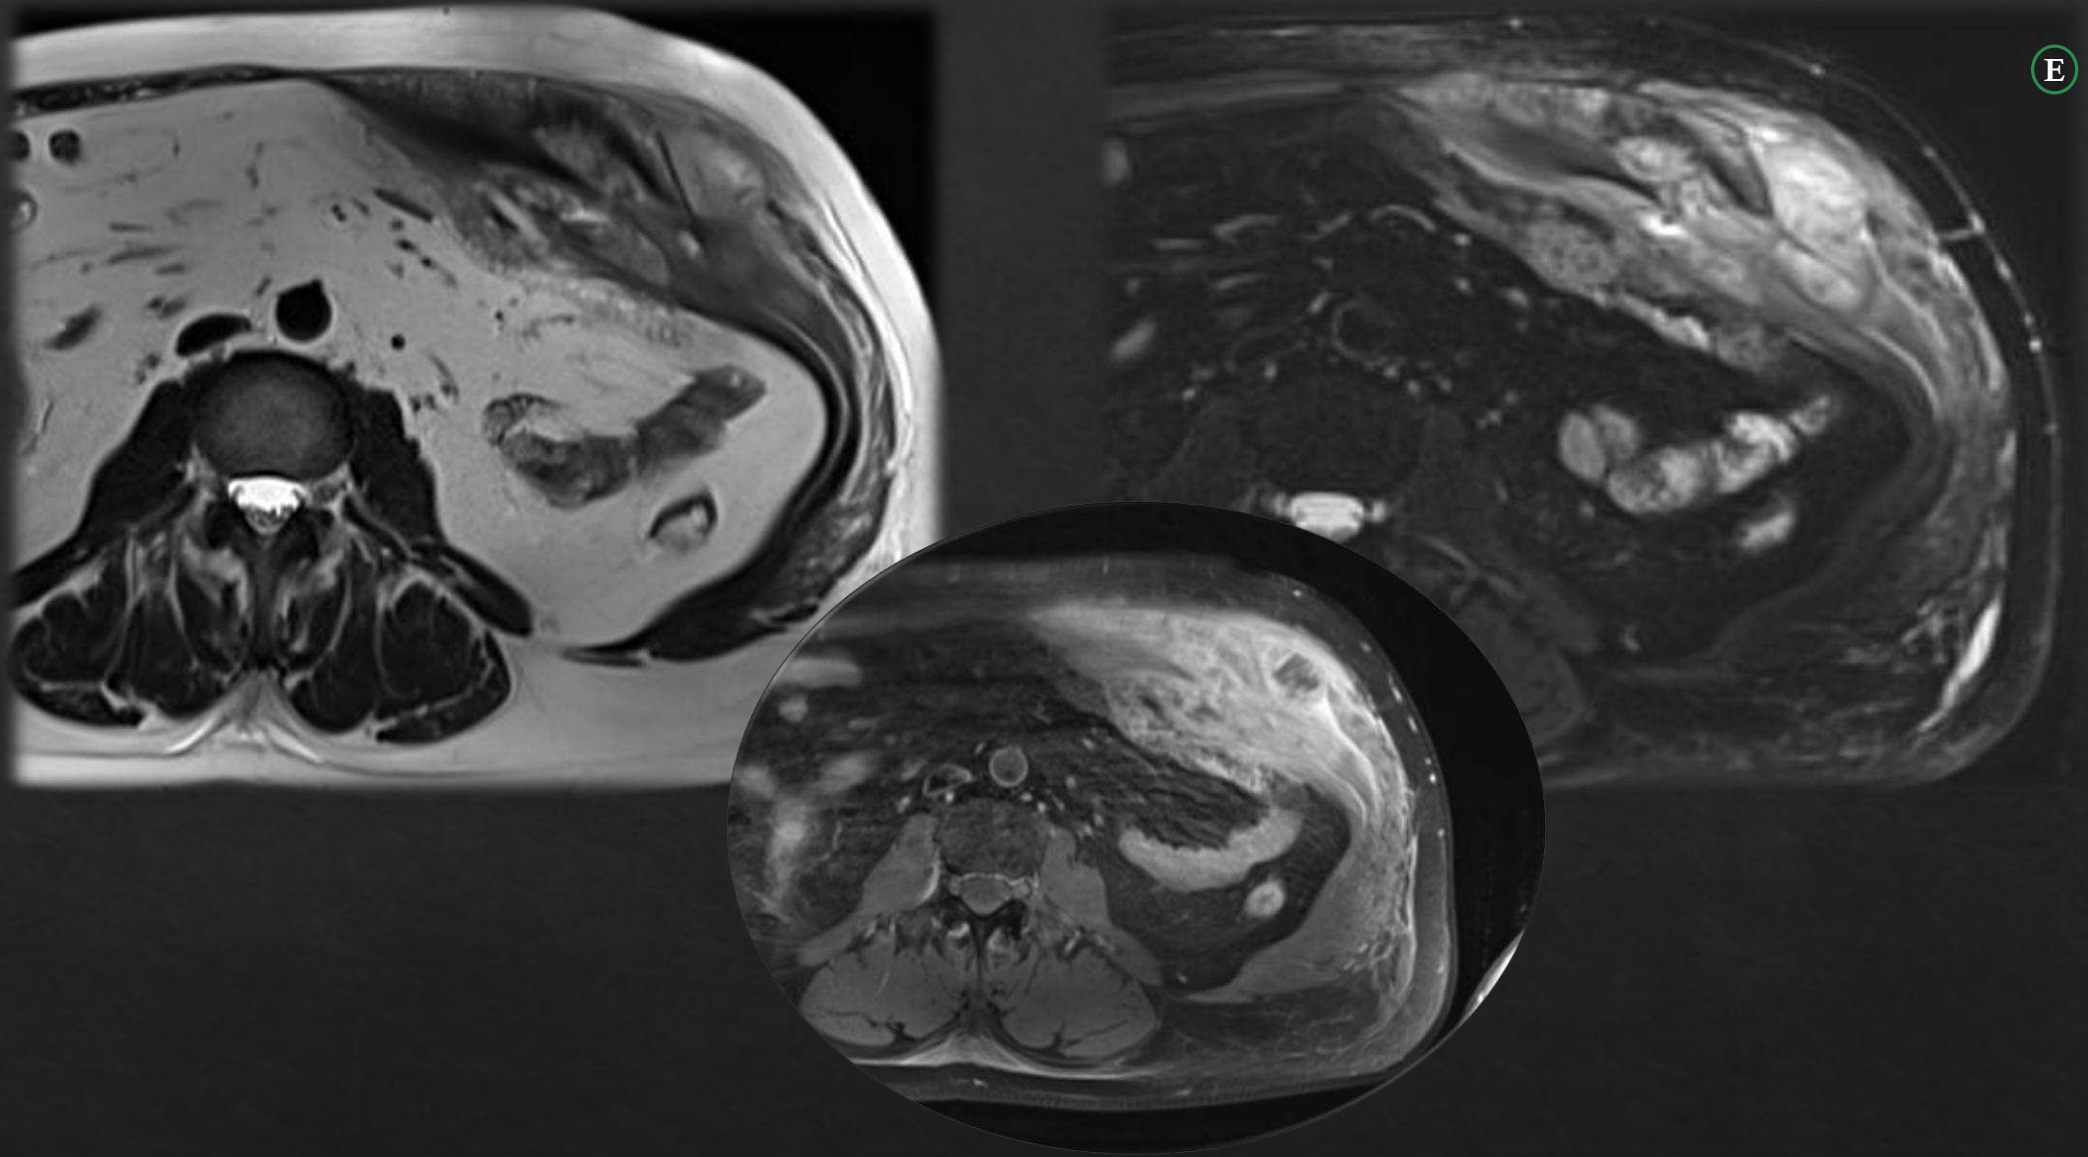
E: RM Abdominopélvica con secuencias T1 FS con contraste y T2 sin y con FS en plano axial. Masa lobulada en el espesor de la pared abdominal anterolateral izquierda, sólida con importante realce heterogéneo, hiperintensa en T2 y isointensa respecto al músculo y homogénea en T1. En su porción profunda, a nivel del músculo transverso, invade el peritoneo parietal y se introduce en la grasa omental donde se identifican pequeños nódulos confluentes, indicativo de invasión tumoral intraabdominal.
